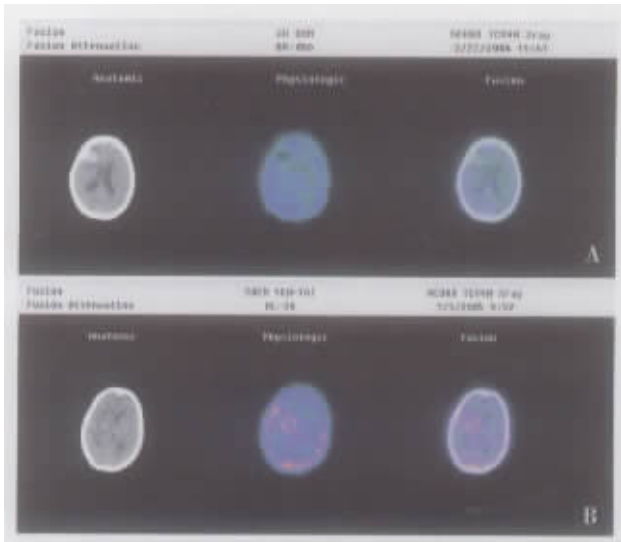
脑出血患者⁹⁹Tc^m-HL91 脑显像结果与同机 CT 融合
